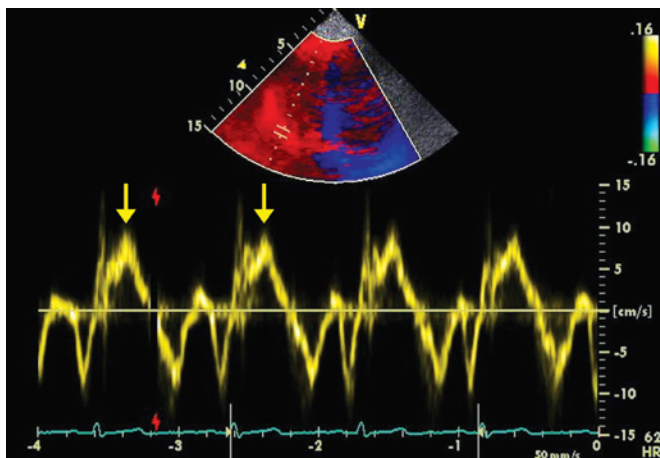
Doppler tecidual do anel tricúspide mostrando a velocidade sistólica (s') diminuída (7cm/s) em um paciente com tromboembolismo pulmonar e disfunção ventricular direita moderada (setas amarelas)
